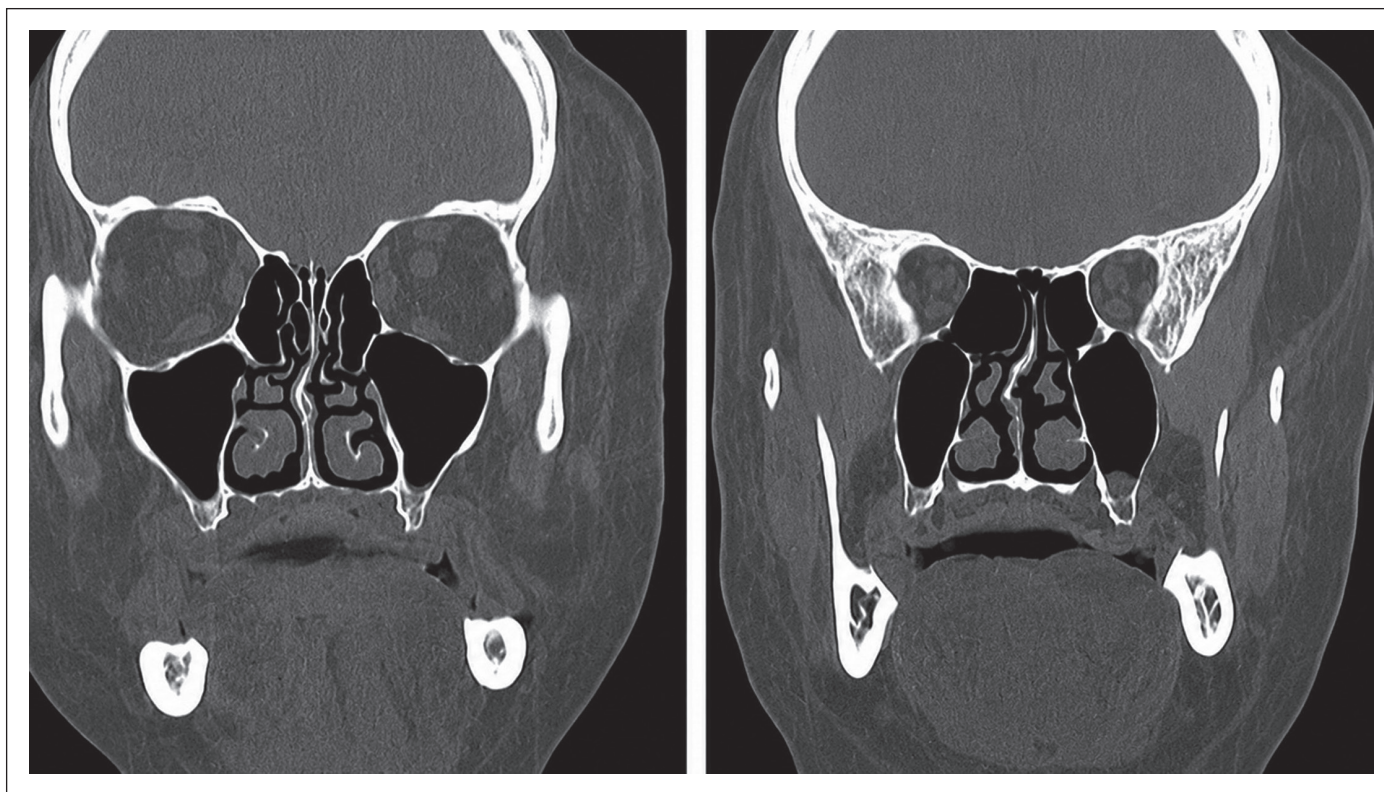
Tomografía computarizada en corte coronal de la región craneofacial. Se observa una lesión bien delimitada de densidad grasa en la región temporal izquierda, sin compromiso de estructuras óseas adyacentes.
